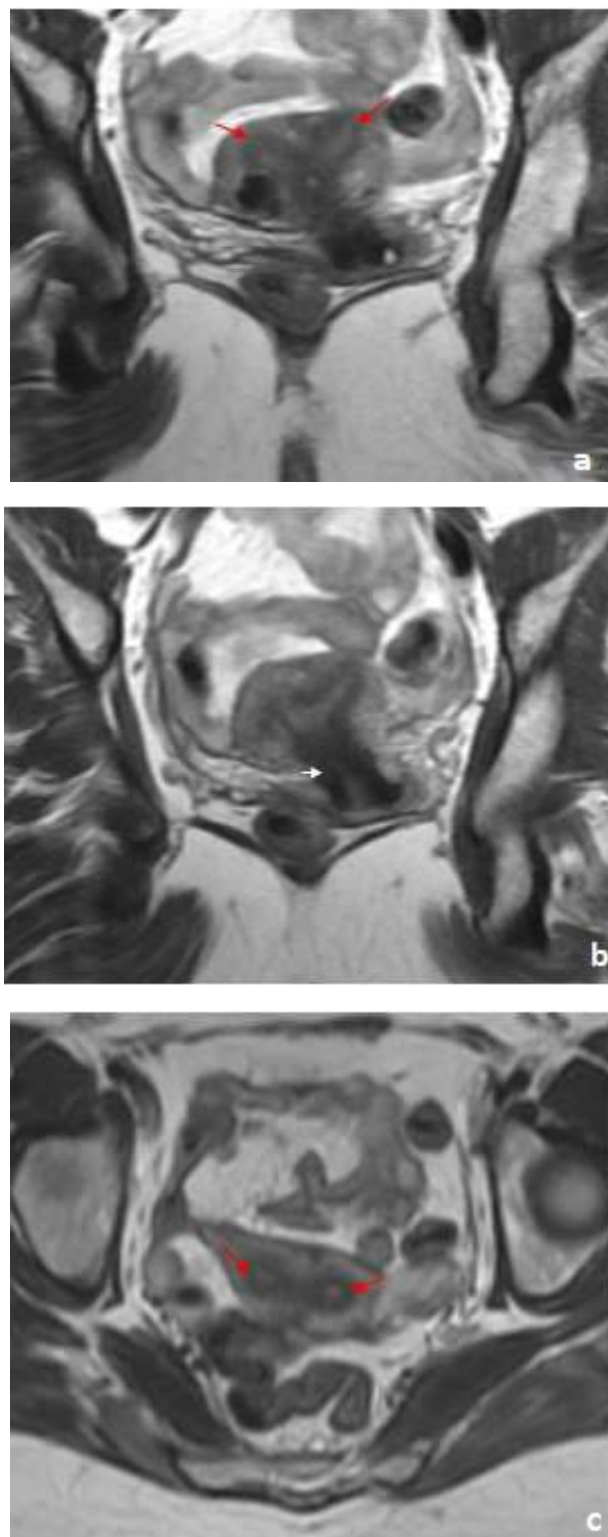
IRM pelvienne en coupes coronales (a,b) et axial (c) T2: mettant en évidence 02 héli matrices utérines (flèches rouges) (images a et c) avec un col commun (flèche blanche) et entouré de la séreuse en faveur d'un utérus cloisonné subtotal
